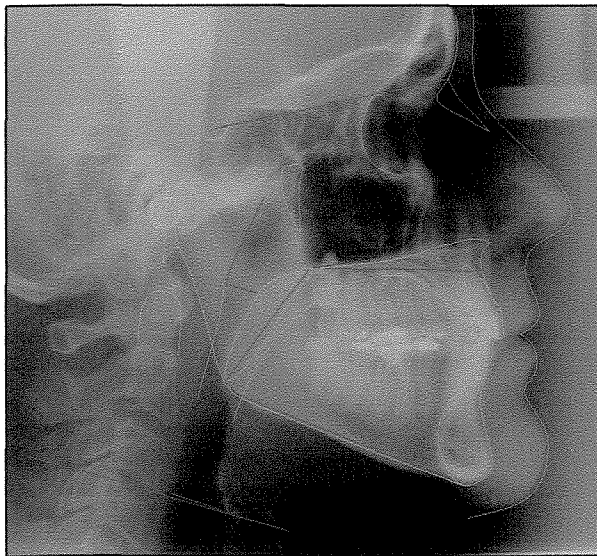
Telerradiografia em repouso
